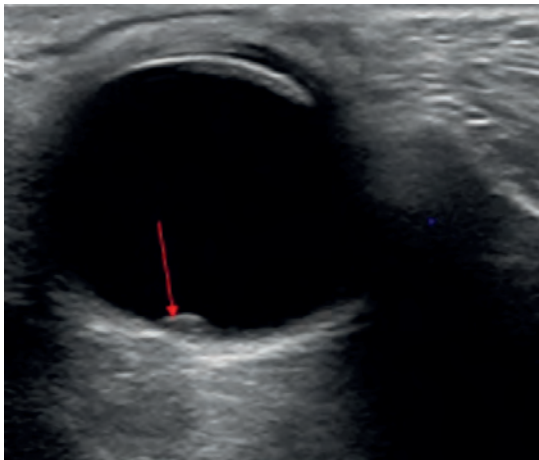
Девочка, 2 месяца. УЗИ глаза: РБ, гипохогенная опухоль малых размеров ($h = 1,2$ мм)
